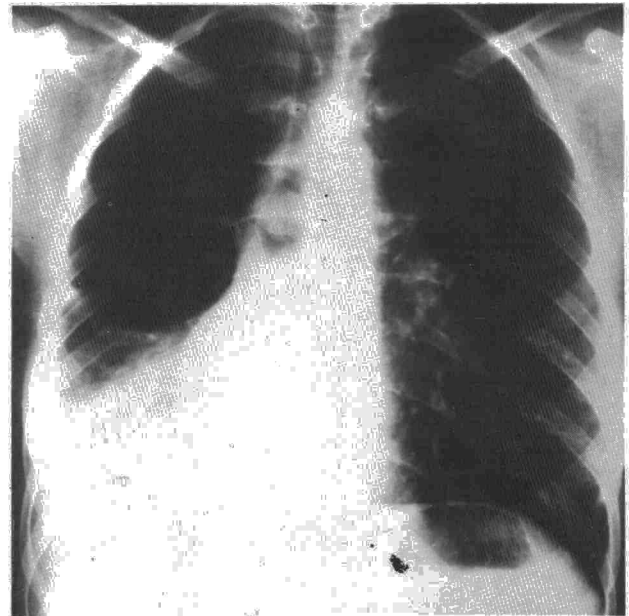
Radiografía PA de tórax: atelectasia-consolidación del LID y tumoración intraluminal en bronquio principal derecho (carcinoide típico).
